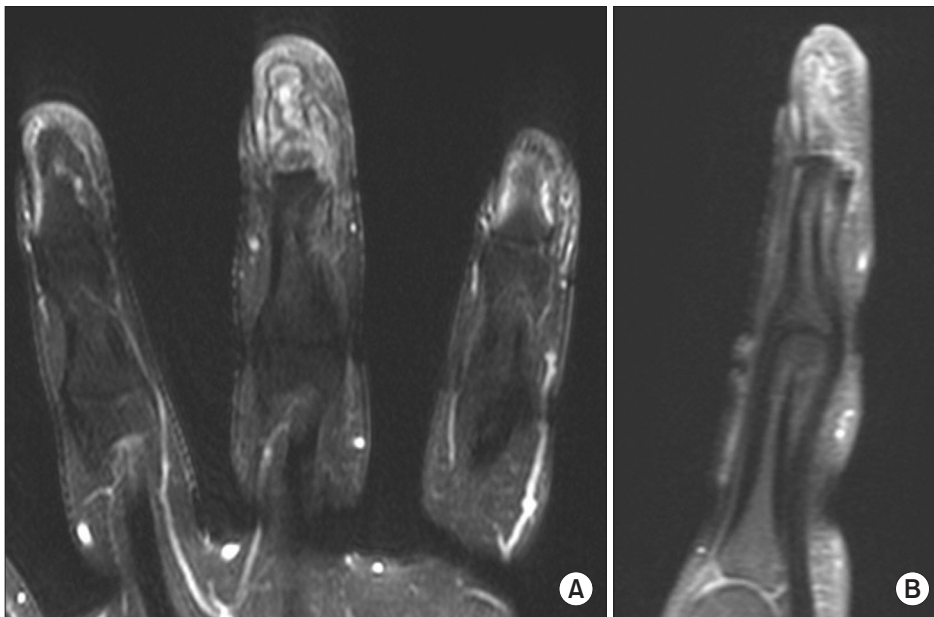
Post-contrast fat-suppressed T1-weighted magnetic resonance imaging shows an expansile intramedullary lesion in the entire bone marrow of the distal phalanx with small dot-like enhancing foci. (A) Coronal view. (B) Sagittal view.
